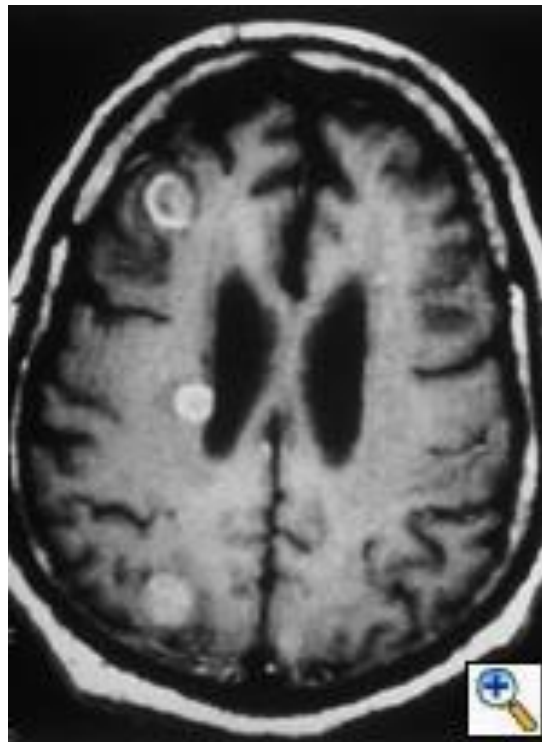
CT CEREBRAL: METASTAZE CEREBRALE ÎN CARCINOMUL EPIDERMOID
